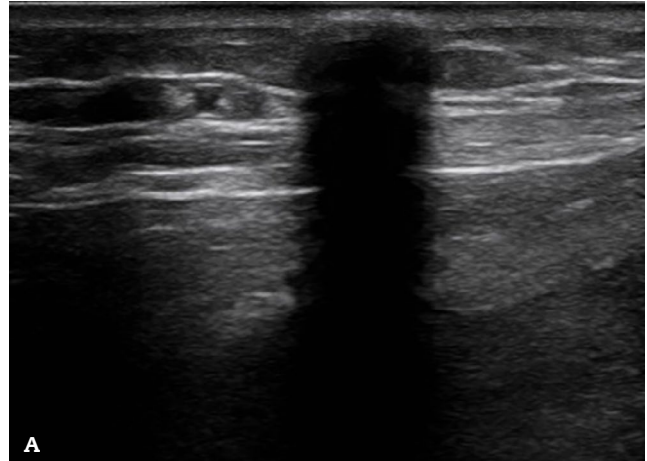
Corte longitudinal (A) y transversal (B) de ecografía musculoesquelética con sonda lineal de alta frecuencia. Antebrazo derecho.
